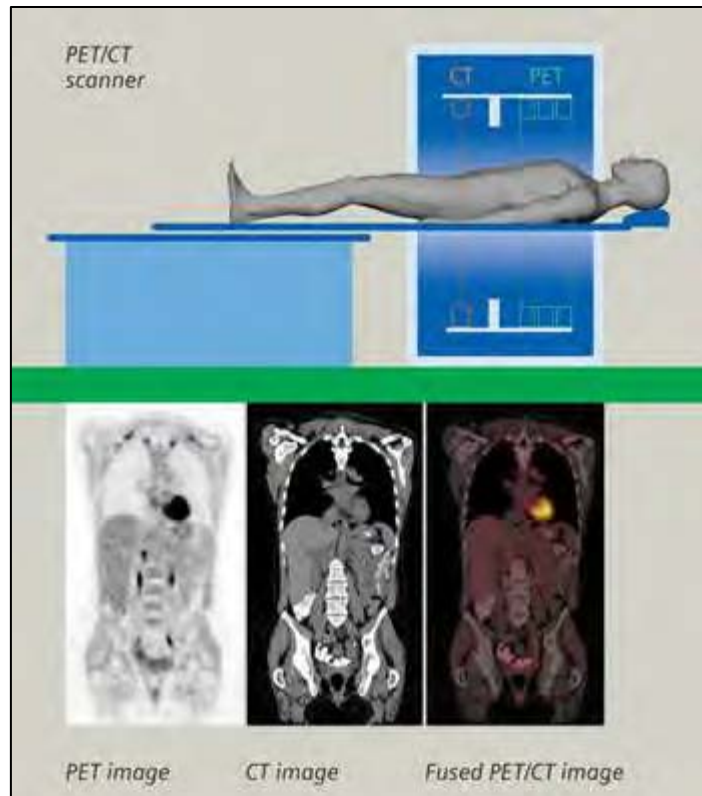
TEP-CT: fusion de la TEP et du scanner X
